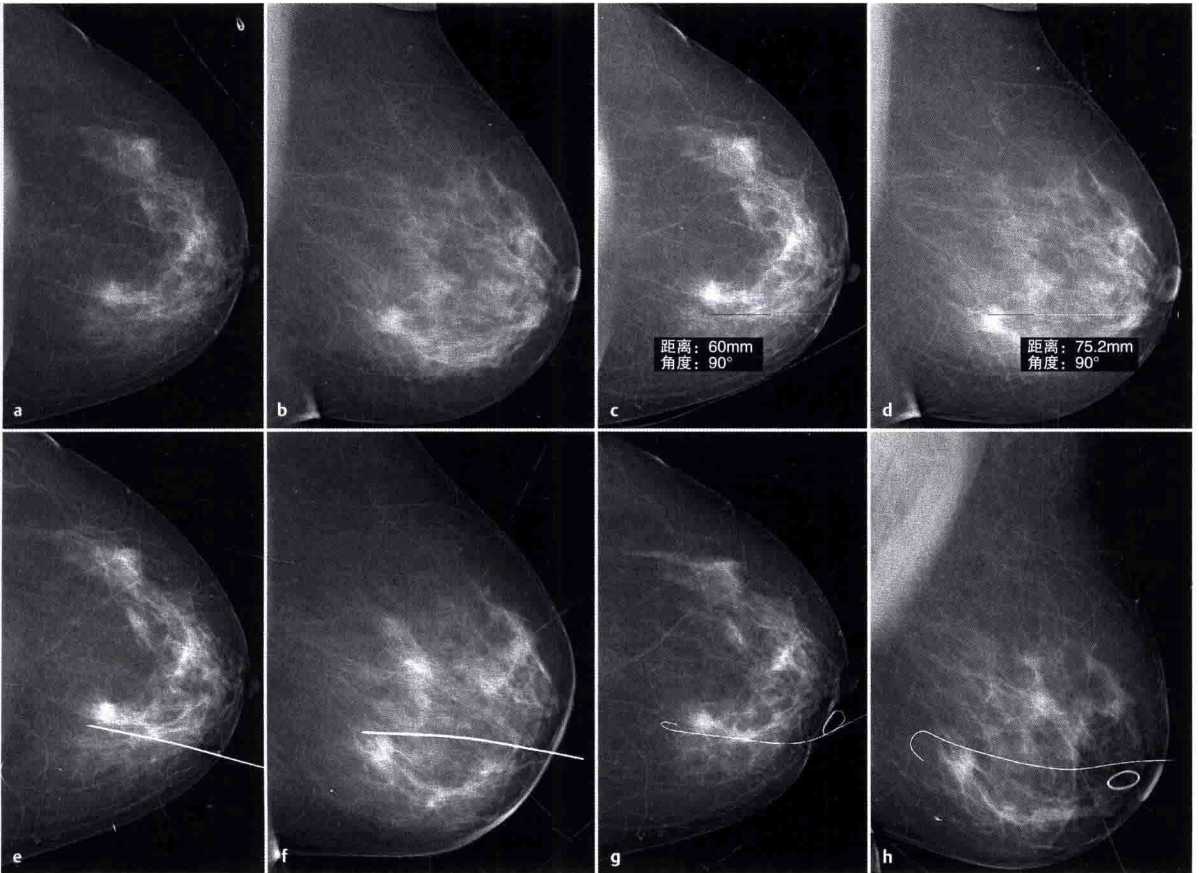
~h 徒手金属丝定位。乳腺X线摄影,CC位及LM位提示左乳内下象限占位性病变(a,b)。测量乳晕周边穿刺针插入深度及垂直方向针引导深度(c)。备注:皮肤穿刺点不一定与X线摄影所显示的皮肤边缘一致(d)。在CC位及ML位修正进针点(e,f)。拔除穿刺针后的图像(g,h)。皮肤穿刺点放置不透X线的金属网。
